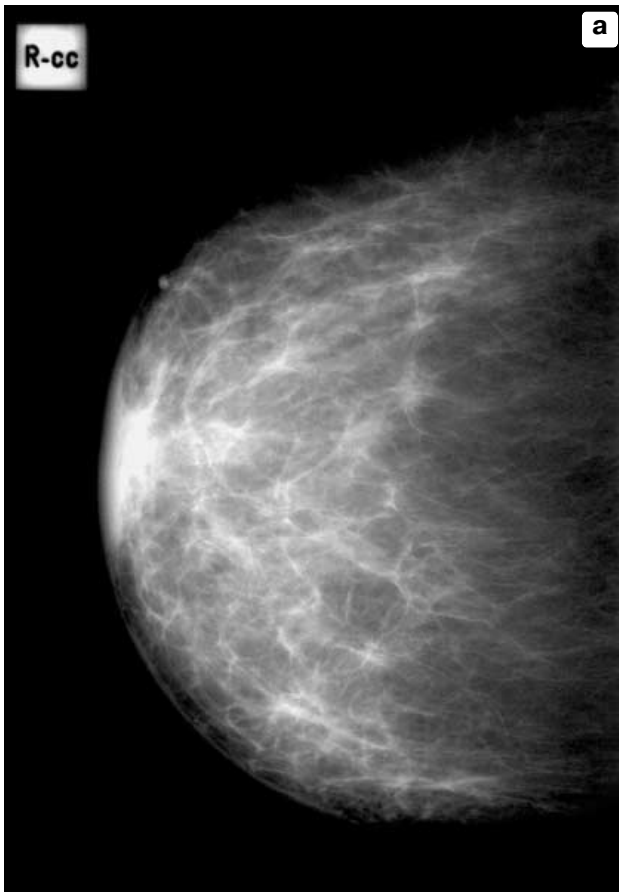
Больная П., 82 лет. На кранио-каудальной маммограмме (а) правой железы на фоне мелкосетчатого фиброза узловых образований не определяется. Имеется лишь утолщение кожи до 3–4 мм. На компьютерной томограмме молочных желез этой же больной (б) на границе верхних квадрантов правой железы на фоне мелкосетчатого фиброза видны узловое образование около 1,5 см с тяжистыми контурами, а также неравномерно утолщенная кожа до 8–10 мм и втянутый сосок. Картина инфильтративно-отечной формы рака молочной железы.
